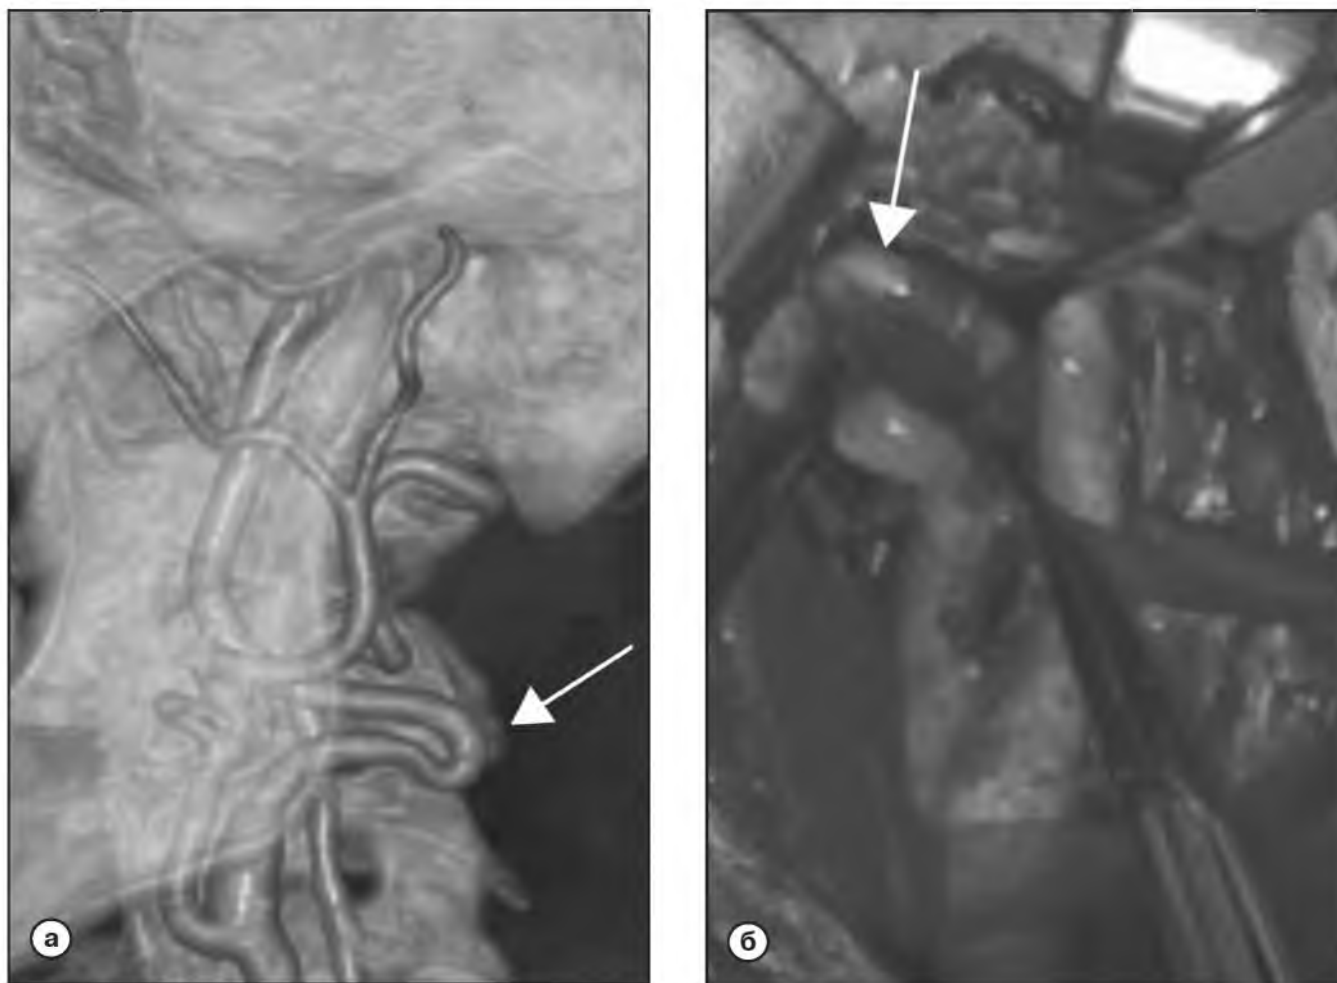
Сопоставление результатов КТ-ангиографии и интраоперационных данных.
